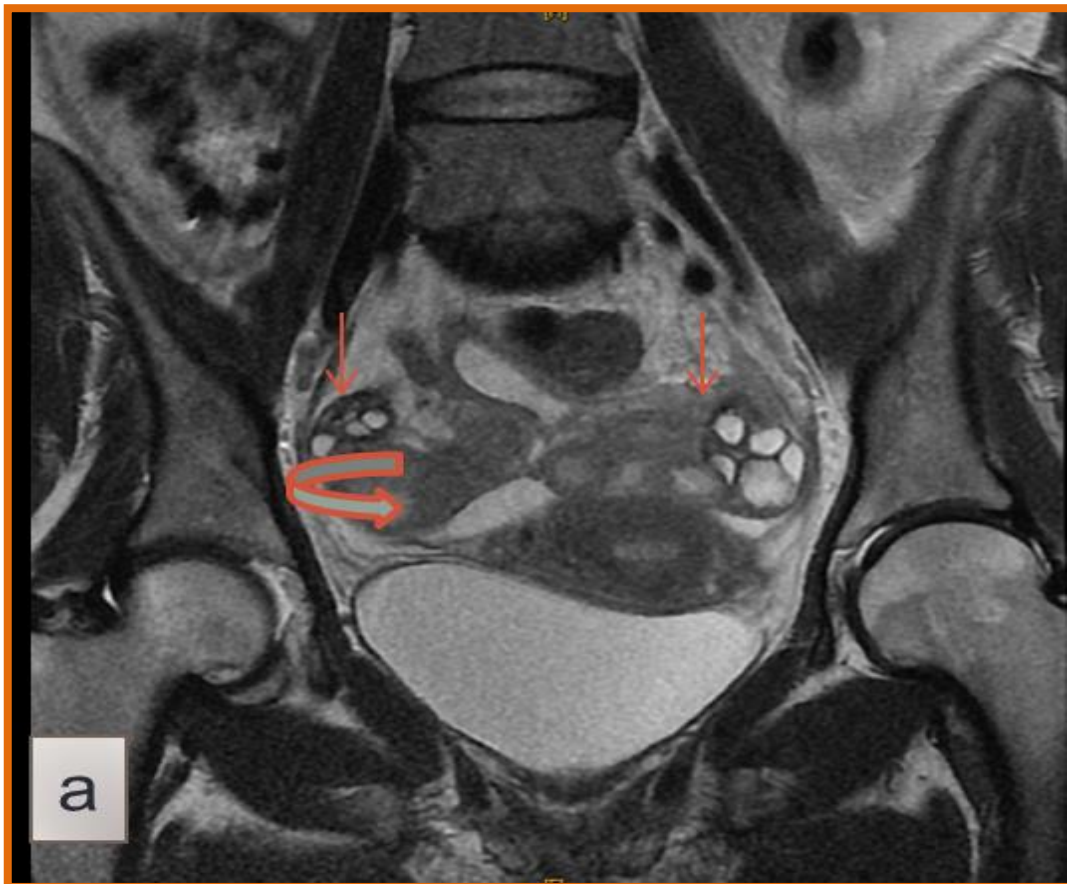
a :IRM pelvienne :coupe coronale T2
